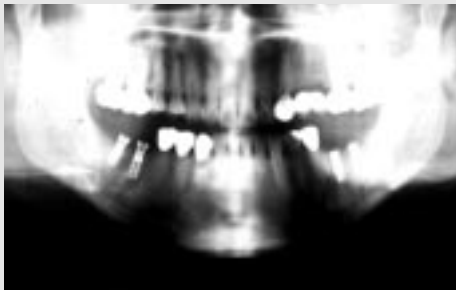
식립 후 Orthopantomograph (1992년 10월)
